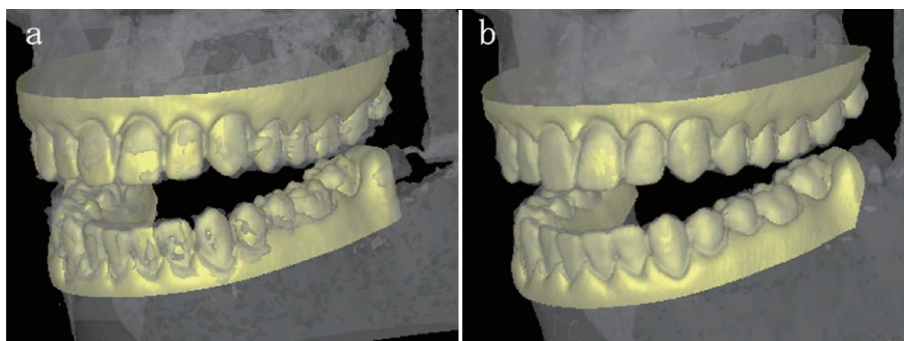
The surface renderings of the cone-beam computed tomographic (CBCT) images of the jaws of the x-ray phantom, overlaid with the surface renderings of CBCT images of the study models. a: A CBCT image at a voxel size of 0.40 mm. b: The same CBCT image at a voxel size of 0.25 mm.
